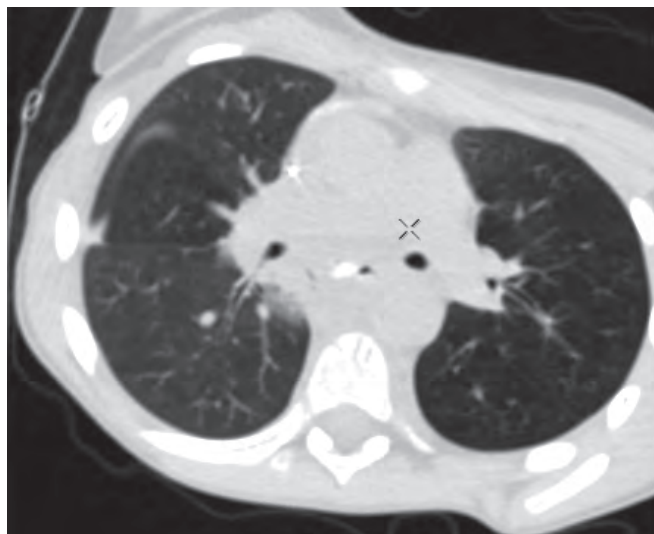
КТ органов грудной клетки больного (инфильтративные изменения в нижних долях легких на фоне антибактериальной терапии)
